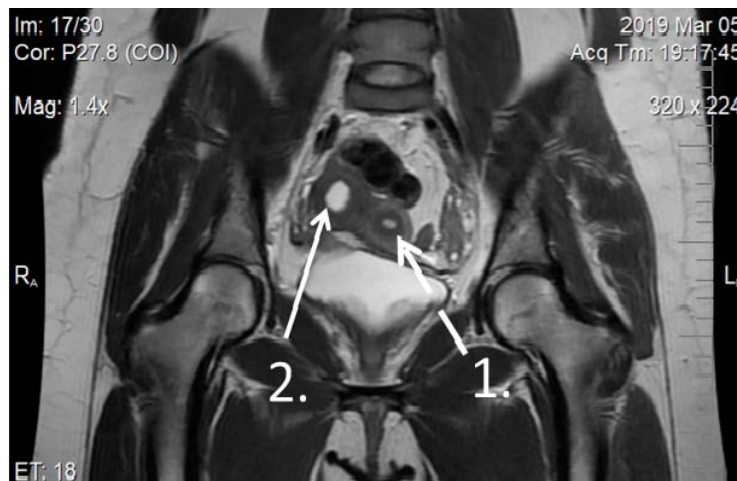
МРТ-картина однорогої матки з правобічним функціонуючим рудиментарним рогом (1 – основний ріг, 2 – правобічний рудиментарний ріг з гематометрою), що розцінено як дворога матка
